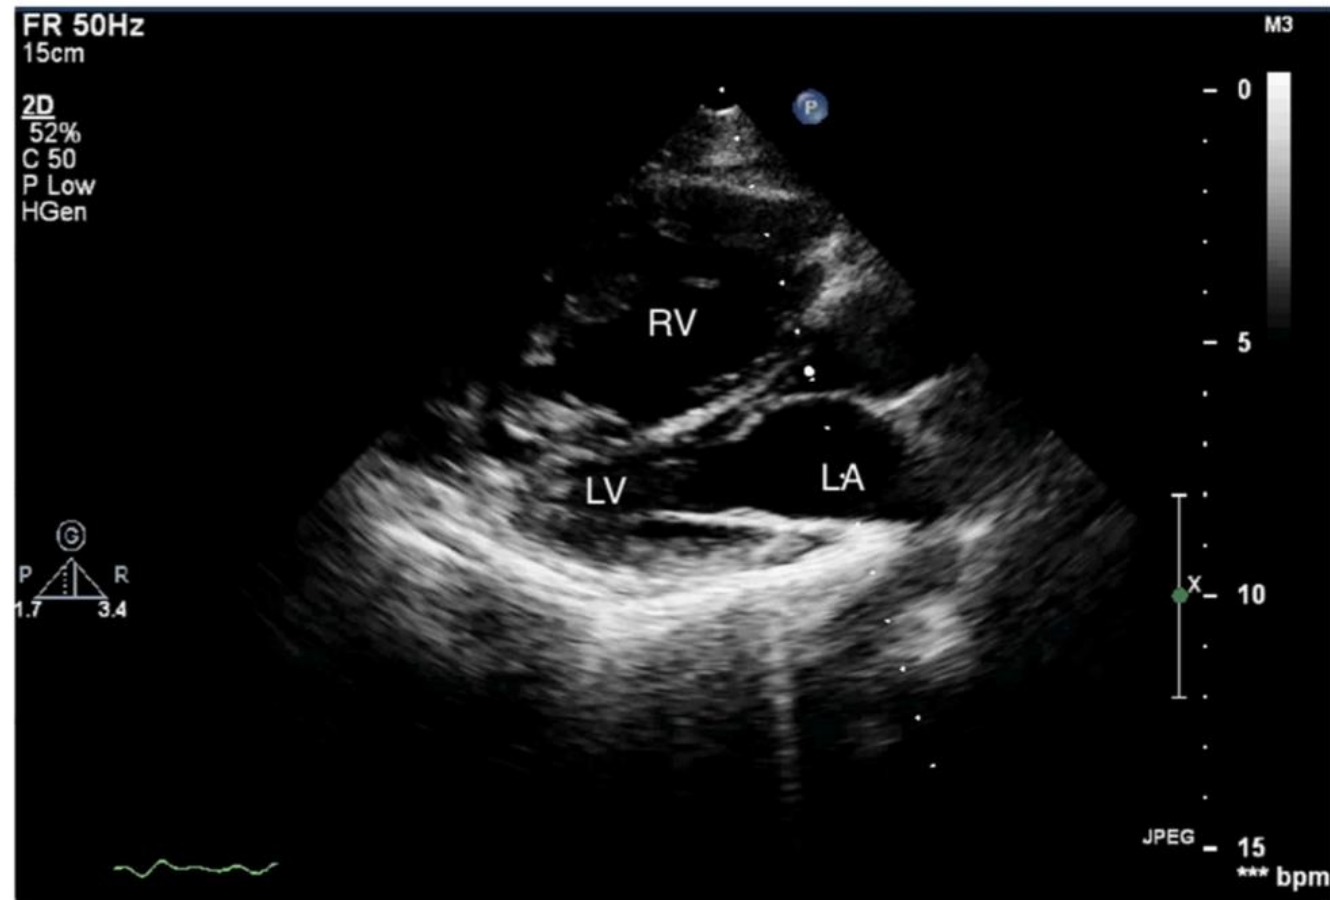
Enlarged right ventricle. Two-dimensional transthoracic echocardiography (2D-TTE), parasternal long-axis view (PLAX). RV: right ventricle, LV: left ventricle, LA: left atrium.
